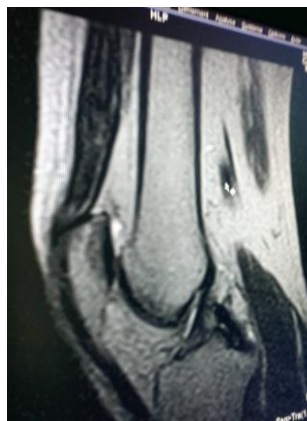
IRM du genou droit contrôlé à 5 mois : même patient, coupe sagittale médiane montrant une cicatrisation tendineuse
